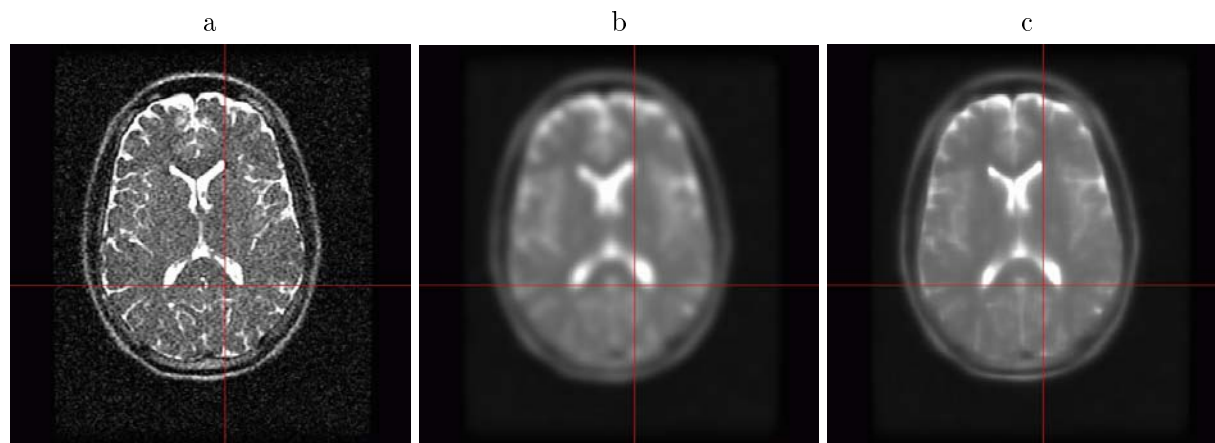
a) Une IRM de la tête, pondérée en T2, avec une séquence d’acquisition rapide, très bruitée. b) La même IRM après lissage gaussien isotrope : les contours sont maintenant très flous et difficiles à localiser avec précision. Le lissage est volontairement très exagéré ( $\sigma = 3.0$ ) de manière à bien montrer ses effets. c) Toujours la même IRM, mais lissée par un filtrage anisotrope (Montagnat et al., 2002) visant à diminuer le bruit dans l’image (avec des paramètres permettant de lisser les zones homogènes de manière équivalente au filtrage isotrope présenté), tout en préservant ses contours.
